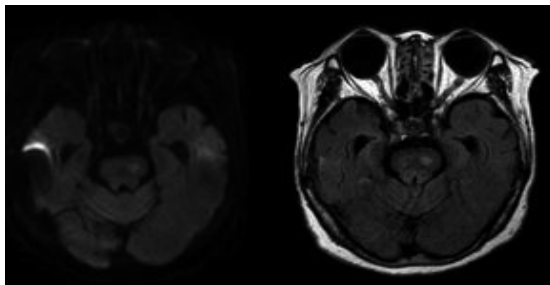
Brain MRI (DWI / T2 FLAIR) : Lt. pontine inf.
